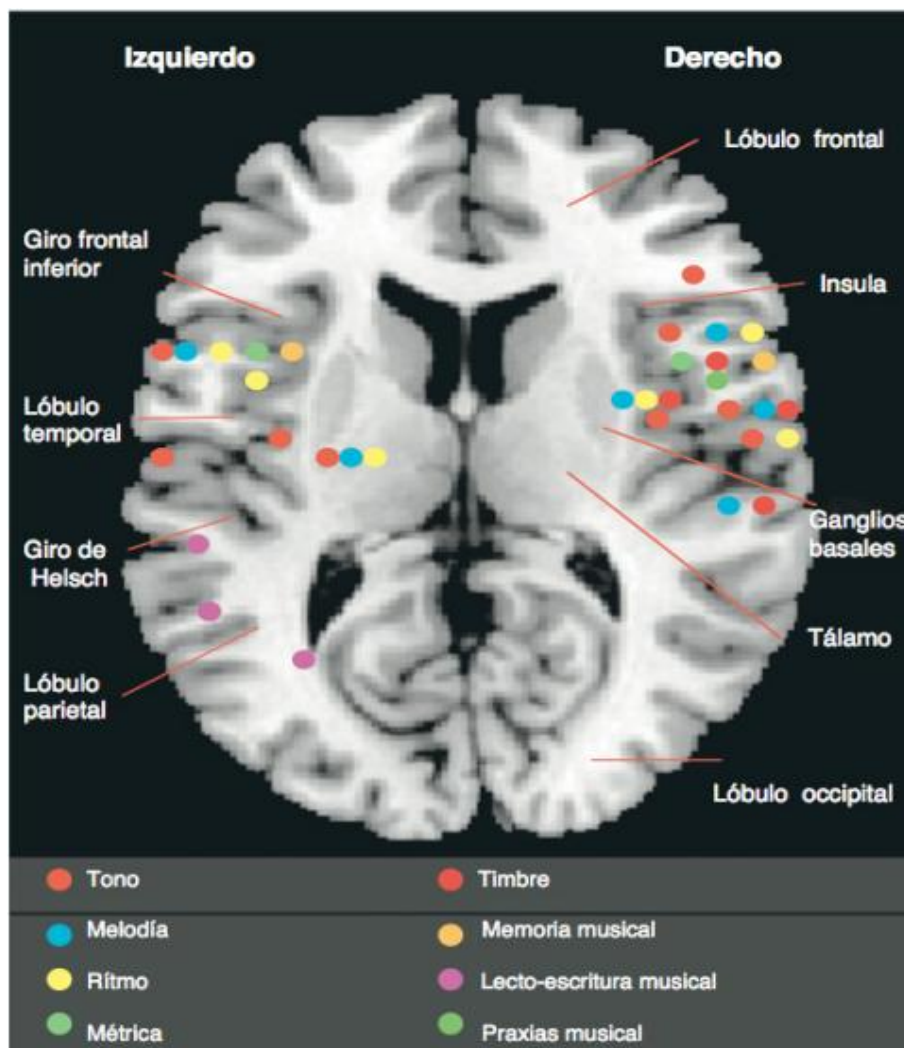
Resonancia magnética en proyección axial que muestra la localización anatómica de los componentes que participan en el modelo cognitivo musical.
